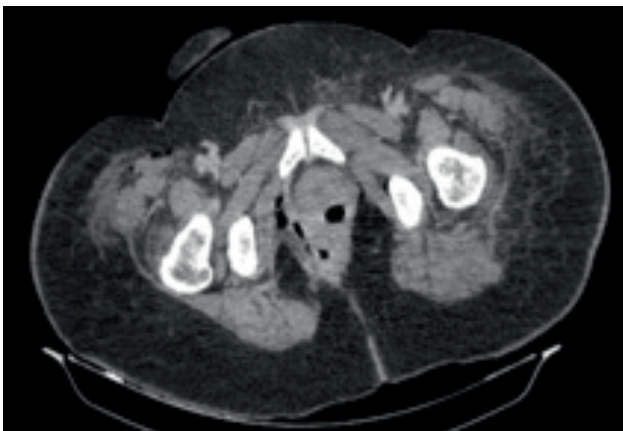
Tomografía computada. Presencia de aire perirectal.
